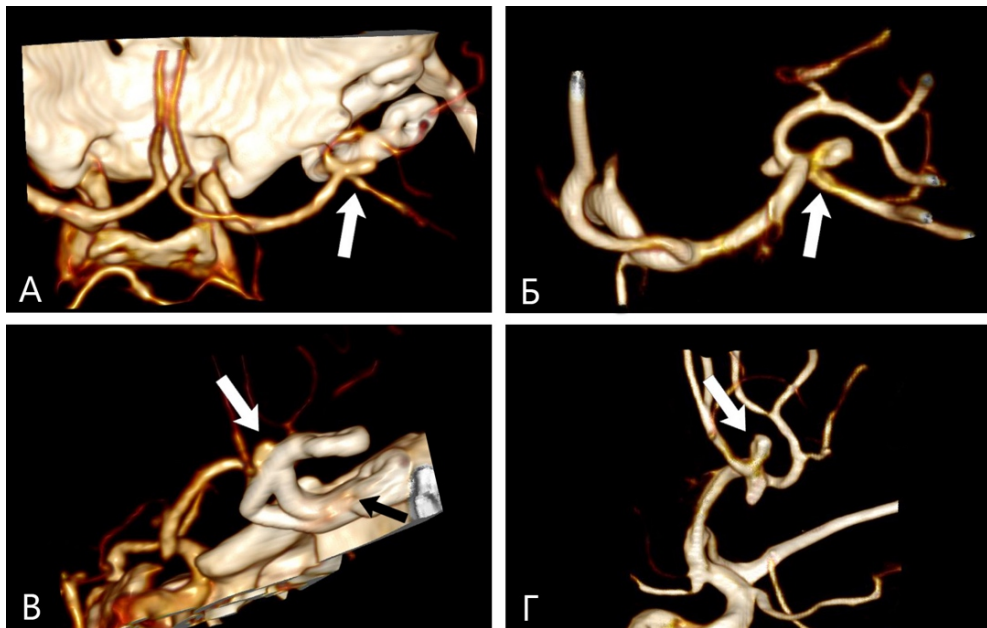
Пациентка С., 58 лет. Сопоставление 3D-реконструкции СКТ-АГ (А, В) и 3D-ротационной ЦСА (Б, Г). Белой стрелкой указана кровоснабжаемая часть частично выключенной аневризмы бифуркации правой СМА
